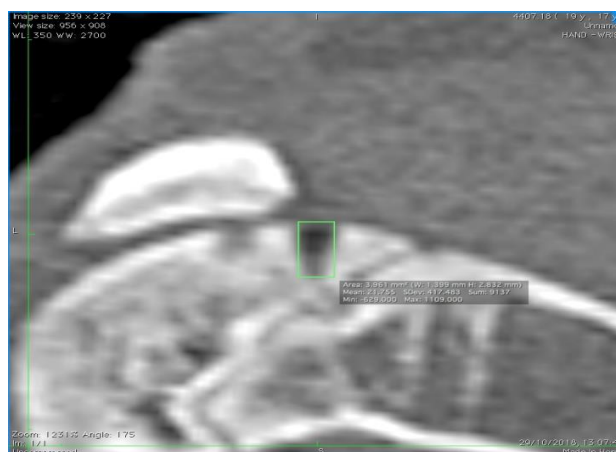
КТ коленного сустава кролика с пластикой дефектов ОТП, спустя 2 недели в косоаксиальной проекции – выделение полигональной фигурой границ дефекта с подсчетом общей средней плотности новообразованной ткани.
